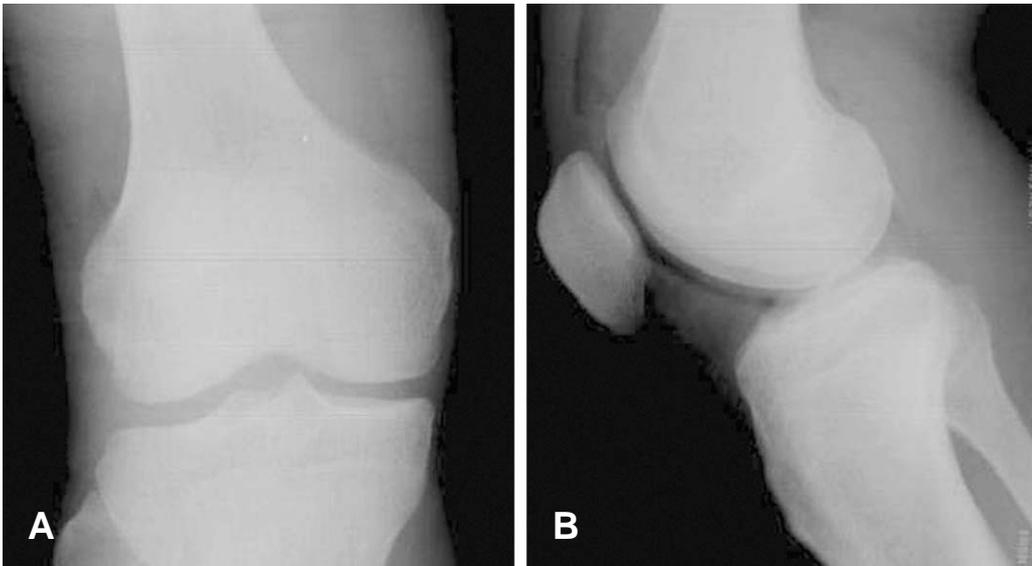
Initial roentgenogram (A, B) show a round shaped radioopaque mass in the posterior aspect of the knee joint
